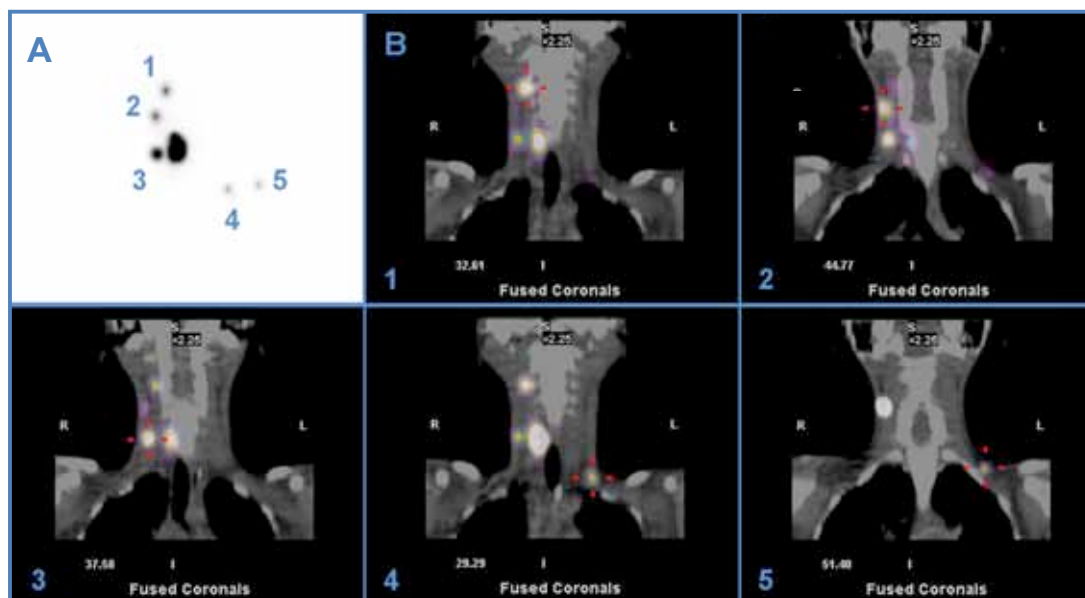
Linfogramagrafía caso 24: Imágenes planar (A) y SPECT-CT (B) en qué se muestra drenaje únicamente a CL derecho (3GC) e izquierdo (2GC).
